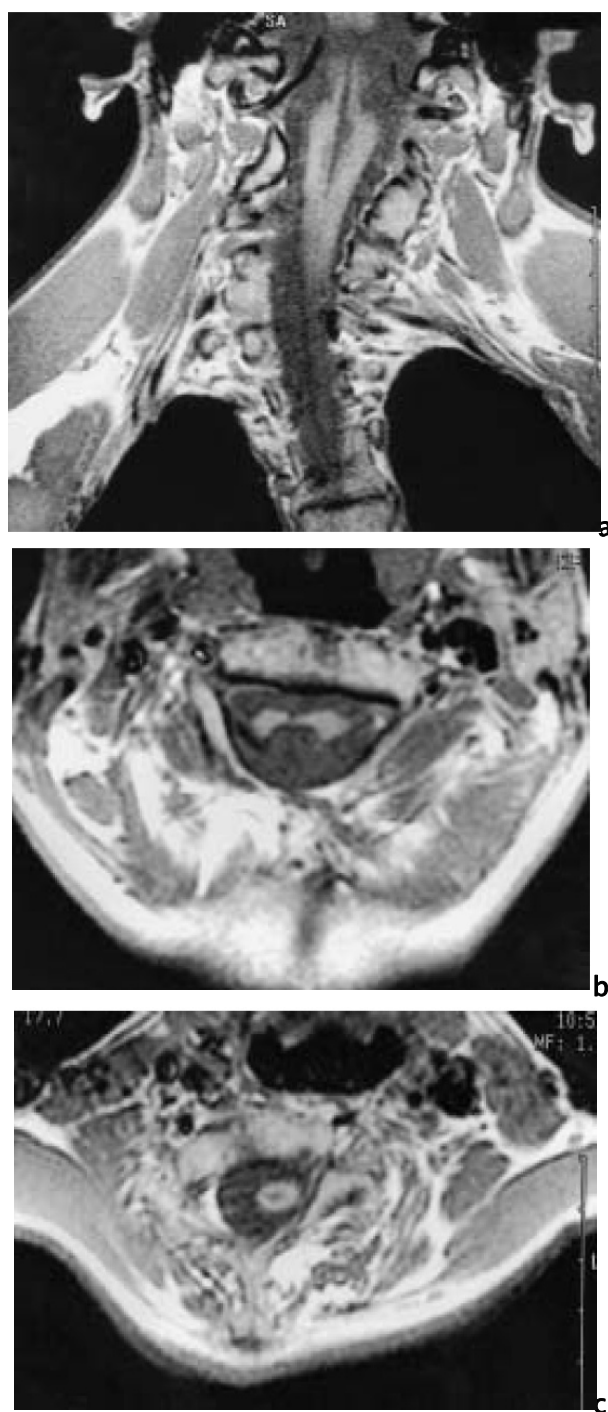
IRM médullaire en coupe frontale T1(a), en coupe axiale T1 (b), en coupe axiale T1 (c) montrant un syndrome de klippel-fiel avec diastématomyélie, déformation scoliotique du rachis, atrophie médullaire et fine cavité syringomyélique.
